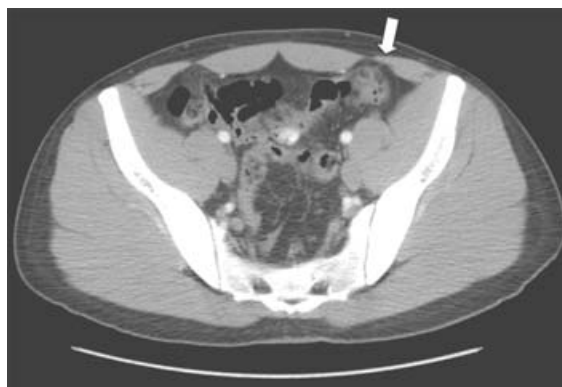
Tomografía computarizada con contraste endovenoso a nivel de la pelvis. En la pared anterior del colon descendente (flecha) se observa imagen hipodensa de forma ovoide, la cual muestra reforzamiento anular periférico y en su interior coeficientes de atenuación en el rango de la grasa, de 10 mm en su eje mayor, acompañada de incremento de la densidad de la grasa adyacente. La imagen corresponde al apéndice epiloico con cambios inflamatorios probablemente secundarios a torsión (apendagitis).
